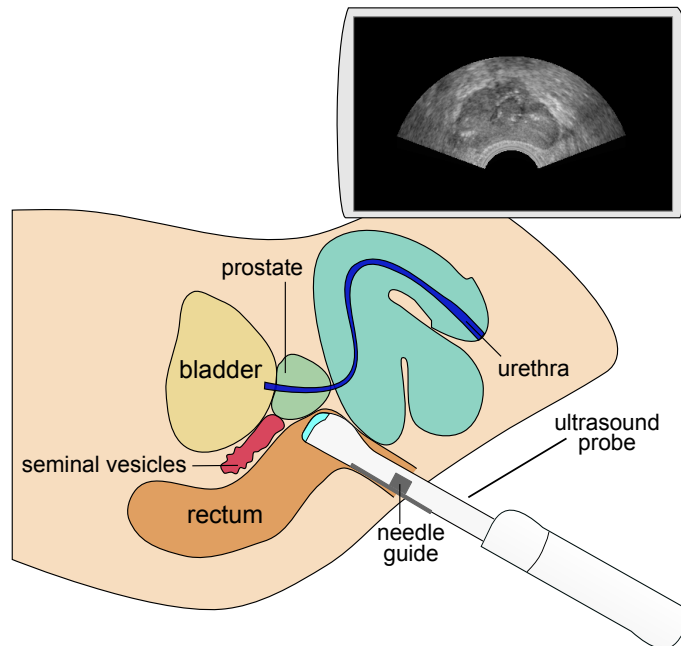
Biopsie échoguidée en 2D. Le chirurgien est guidé par l'image échographique 2D. La sonde échographique est insérée dans le rectum pour visualiser la prostate.
